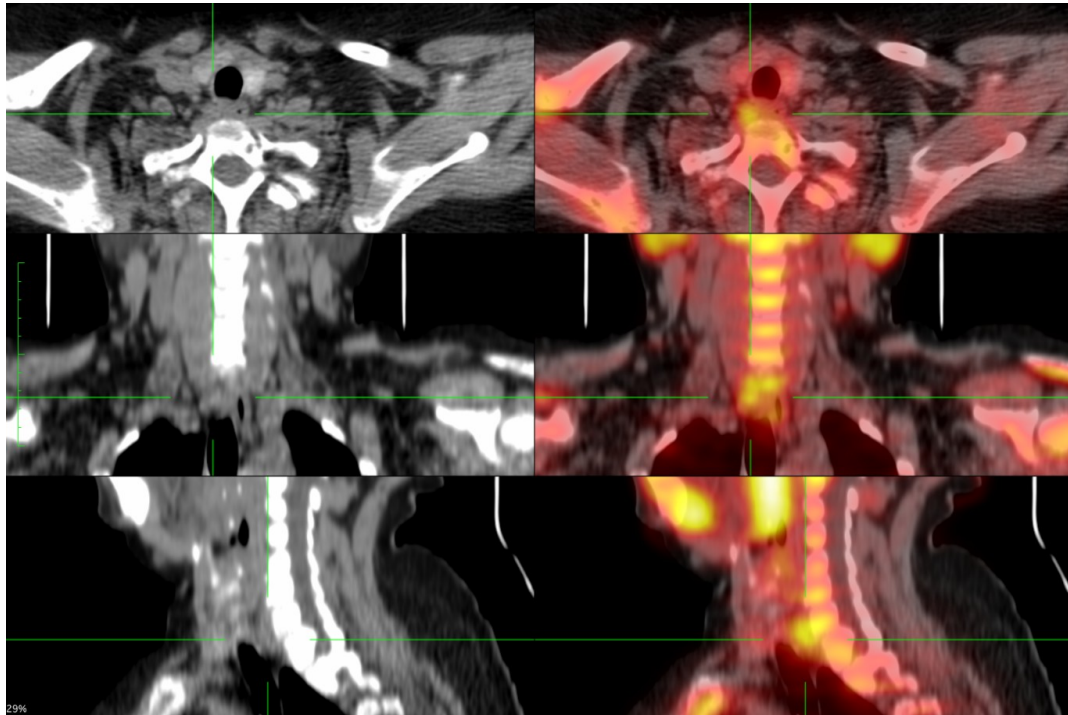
Imágenes de PET-CT con ¹¹C-metionina que muestra un área focal hipercaptante en topografía cervical paraesofágica derecha, que se correlaciona con una estructura nodular en la tomografía computada, compatible con tejido paratiroideo hiperfuncionante.
